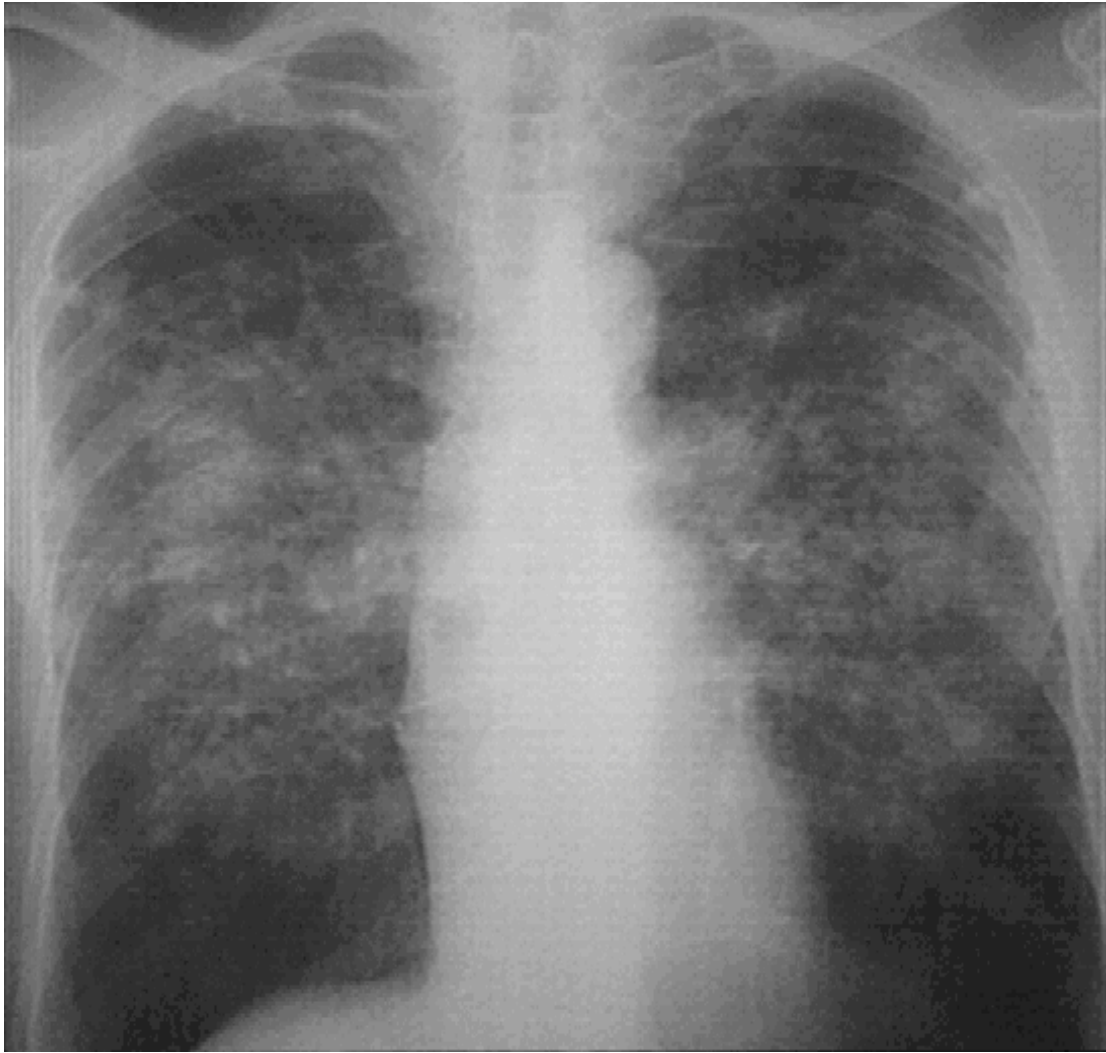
Radiographie thoracique d'un sujet présentant une silicose avec masses pseudo-tumorales « en banane » parahilaires bilatérales [16].
